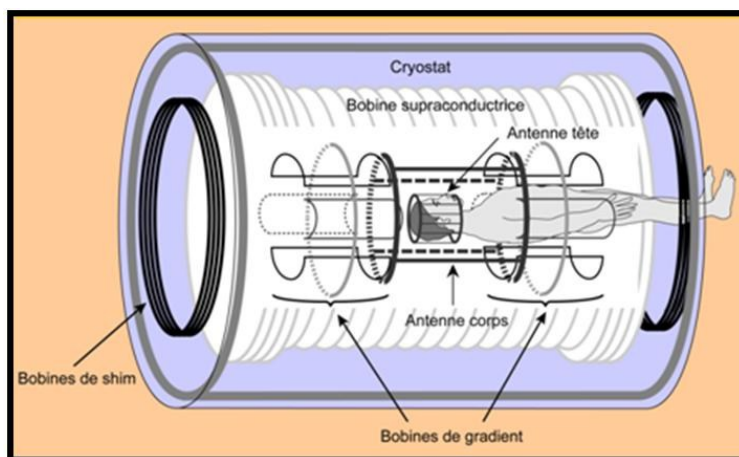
Composition d'une IRM
